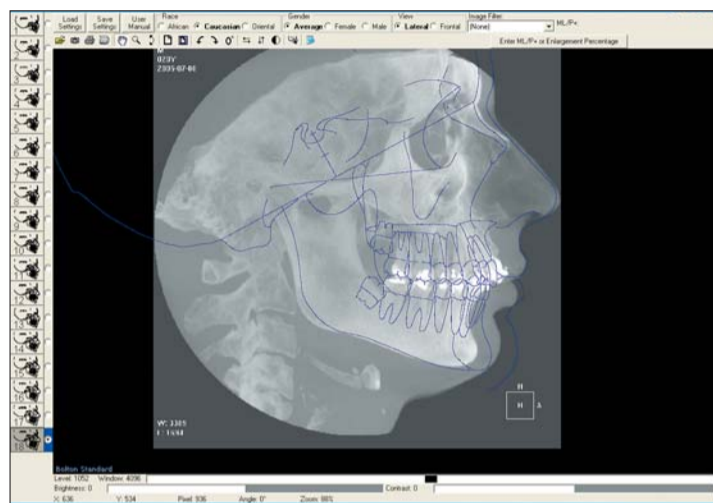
Beispiel der elektronischen Bearbeitung eines Bolton-Standards, der bereits im Bolton-Brush Growth Center verfügbar ist. Das abgebildete Cephalogramm wurde aus einem CBCT-Bild erstellt.
